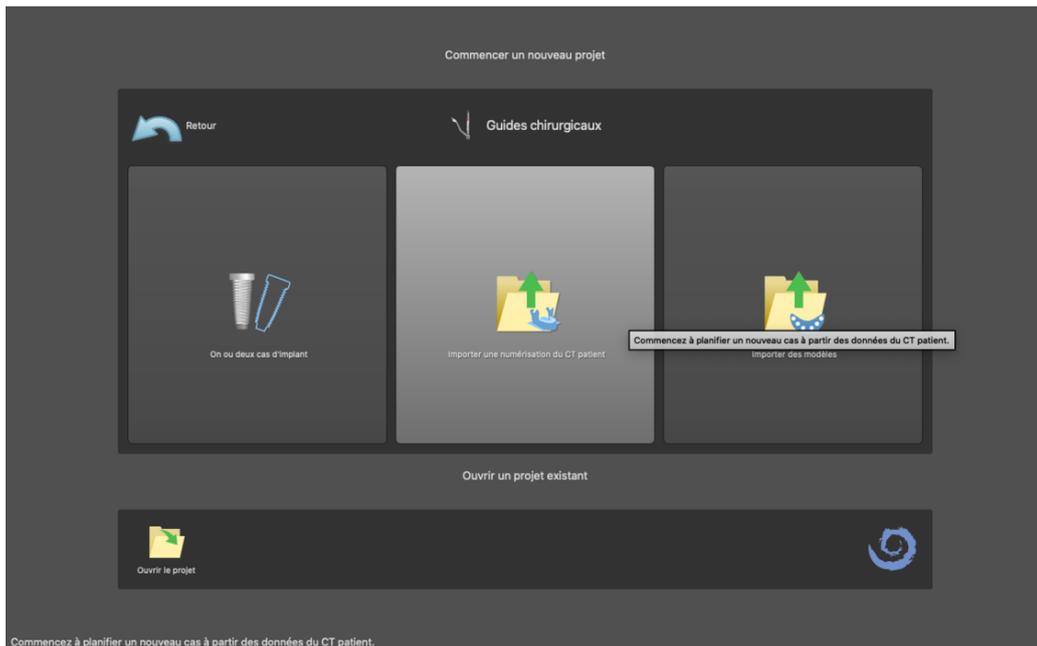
Importer une numérisation du CT Patient.
